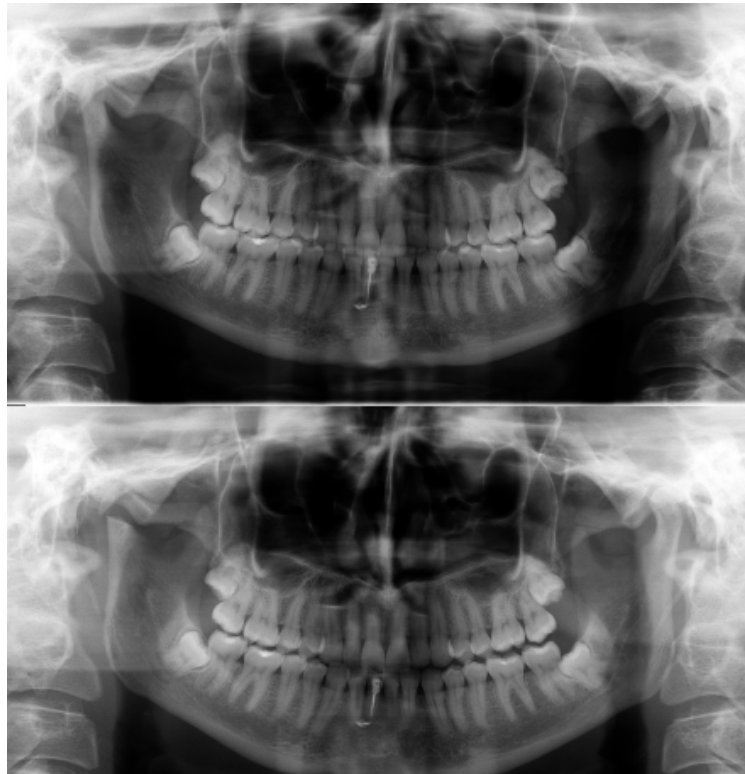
Ortopantomografía pre y postoperatoria.
